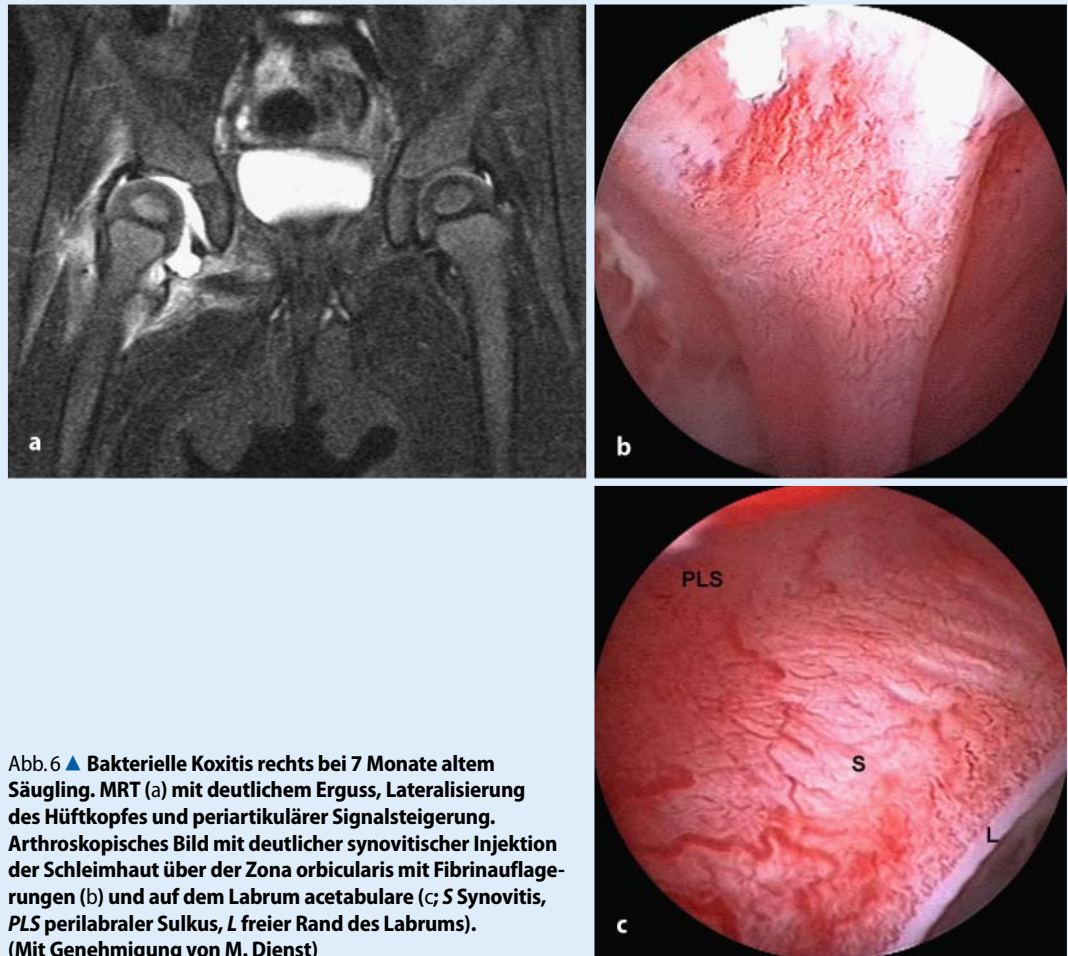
▲ Bakterielle Coxitis rechts bei 7 Monate altem Säugling. MRT (a) mit deutlichem Erguss, Lateralisierung des Hüftkopfes und periartikulärer Signalsteigerung. Arthroskopisches Bild mit deutlicher synovitischer Injektion der Schleimhaut über der Zona orbicularis mit Fibrinauflagerungen (b) und auf dem Labrum acetabulare (c; S Synovitis, PLS perilabraler Sulkus, L freier Rand des Labrums). (Mit Genehmigung von M. Dienst)
